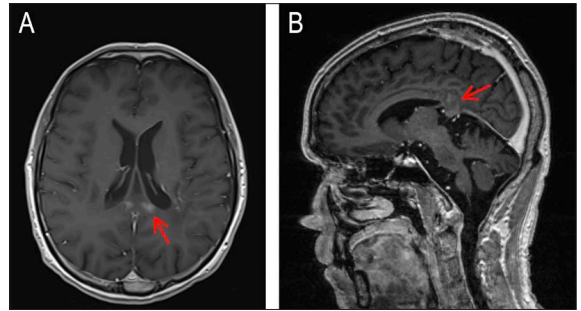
Patient 3 axial (A) and sagittal (B) brain MRI post-gadolinium T1 sequences showing corpus callosum contrast enhancement (red arrow), compatible with active demyelinating lesions with brain-barrier disruption.
